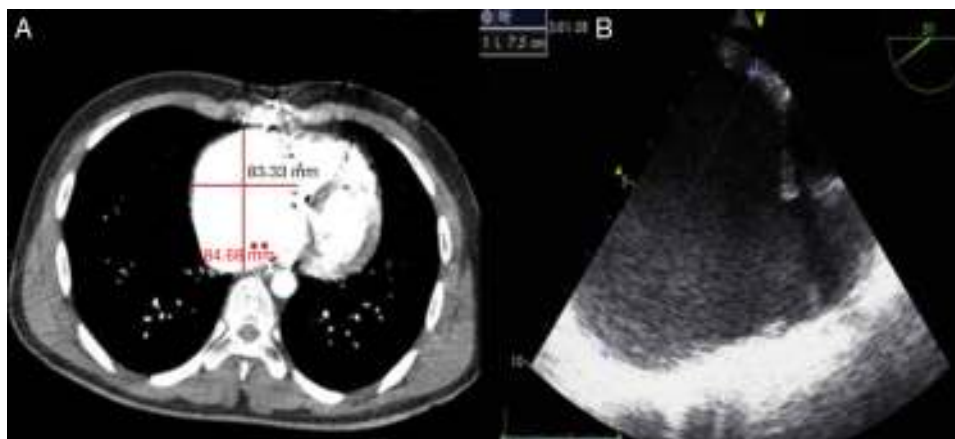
A) La TC torácica en la que se observa dilatación de AD con un diámetro de 84 × 63 mm. B) La ETE con dilatación de AD con un diámetro de 75 mm.
